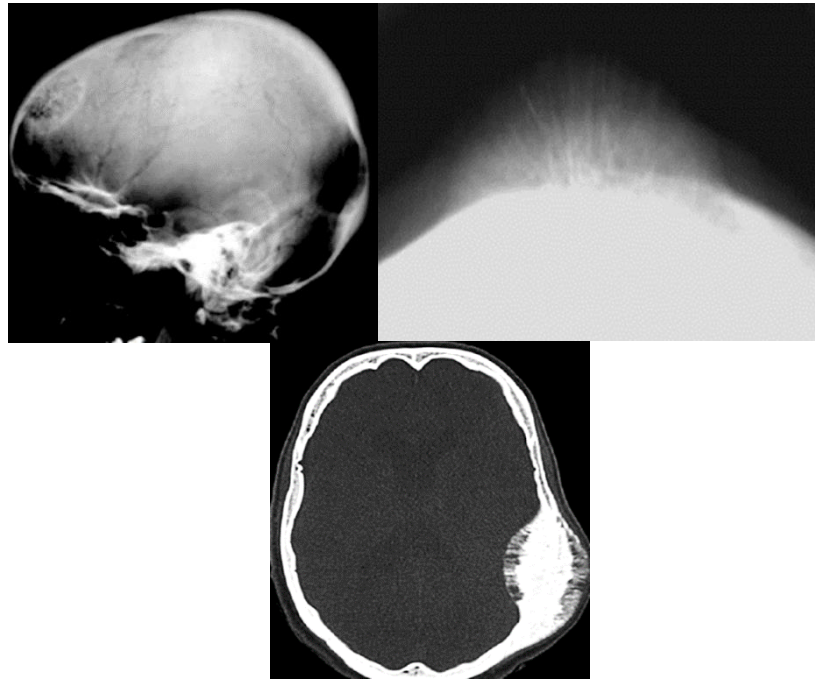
Капілярна гемангіома. Рентгенограми черепа в бічній і тангенціальній проєкціях та КТ в аксіальній площині – у лобовій кістці визначається кістковий дефект із трабекулярно перебудованою структурою. При цьому частина трабекул виходить у м'які тканини, обумовлюючи рівномірне обмежене здуття ураженої ділянки за рахунок спікулоподібного гіперостоза на зовнішній пластинці, в якому максимальний розмір кісткових балок визначається в центрі. КТ демонструє наявність типового гіперостоза як на зовнішній, так і внутрішній черепних пластинках.
